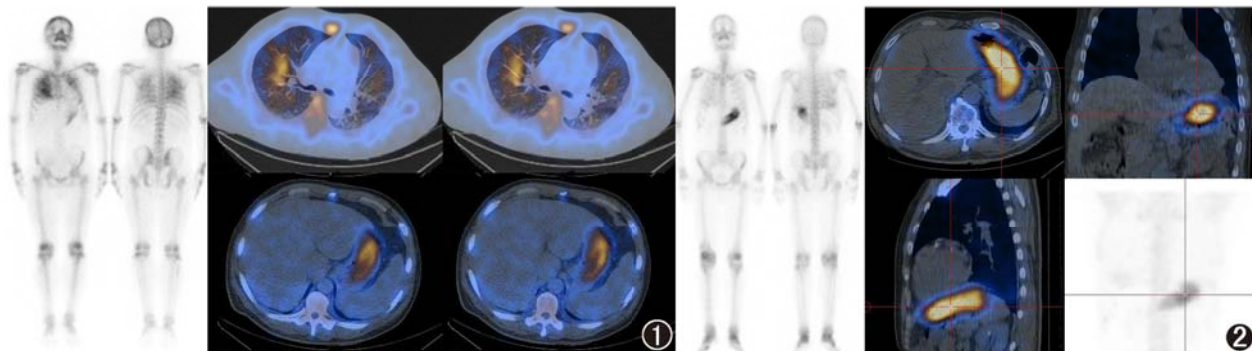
多发性骨髓瘤患者(男,69 岁) $^{99}\text{Tc}^{\text{m}}$ -亚甲基二膦酸盐(MDP)SPECT/CT 显像图。全身平面显像及局部断层显像示双肺及胃弥漫性放射性浓聚 图 2 甲状旁腺功能亢进症患者(男,69 岁) $^{99}\text{Tc}^{\text{m}}$ -MDP SPECT/CT 显像图。全身平面显像及局部断层显像示胃放射性浓聚
